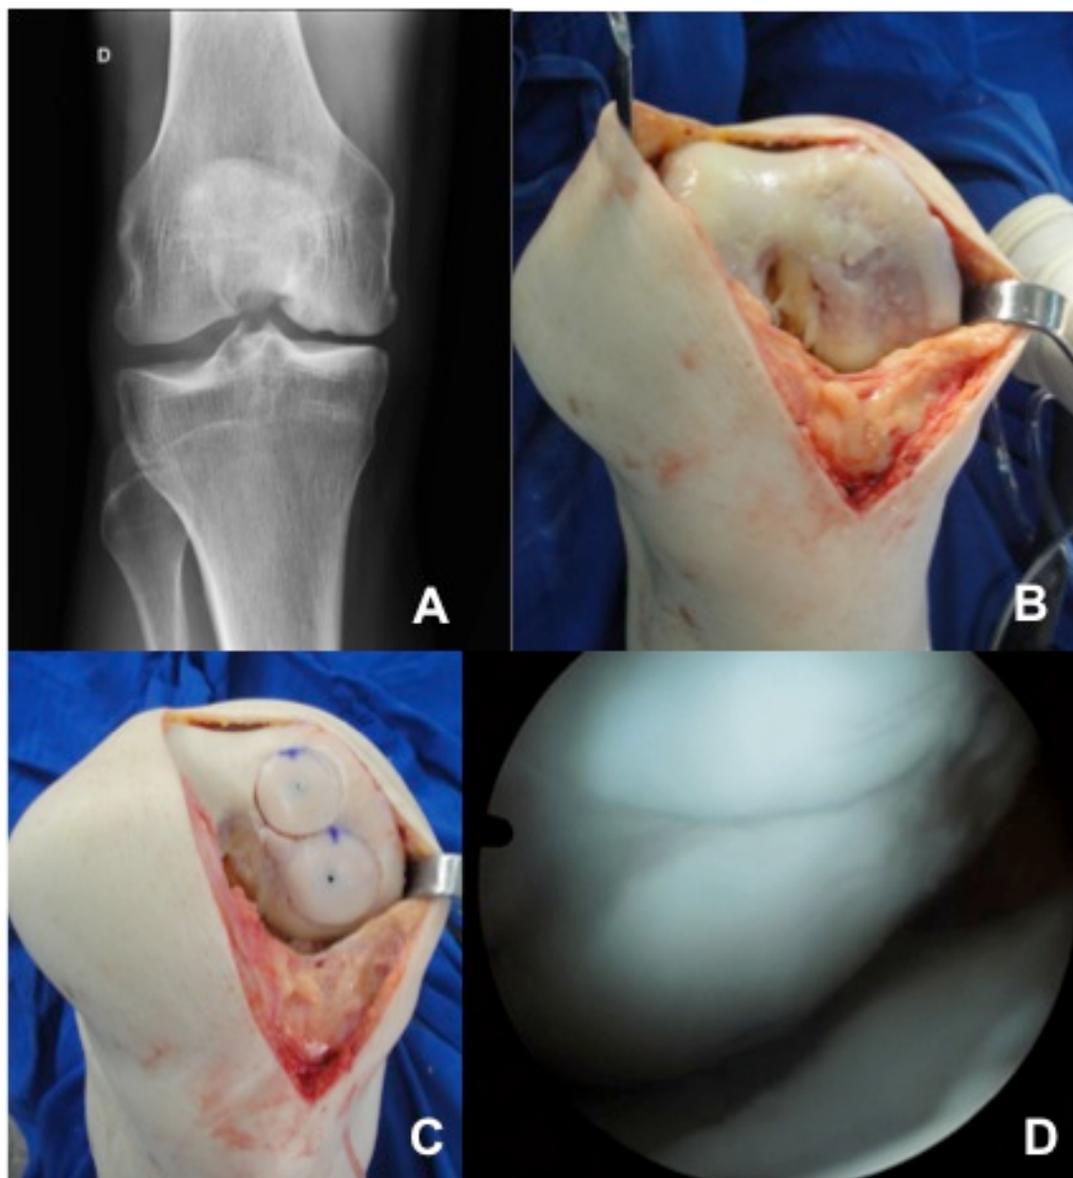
(Paciente 8) – A) Radiografia do joelho com lesão no côndilo femoral medial (CFM) B) Via de acesso parapatelar medial com lesão osteocondral de 50 x 27 mm C) Aspecto final do tratamento da lesão com dois cilindros osteocondrais D) Artroscopia de joelho após 12 semanas do transplante demonstrando a cicatrização da interface entre os enxertos
